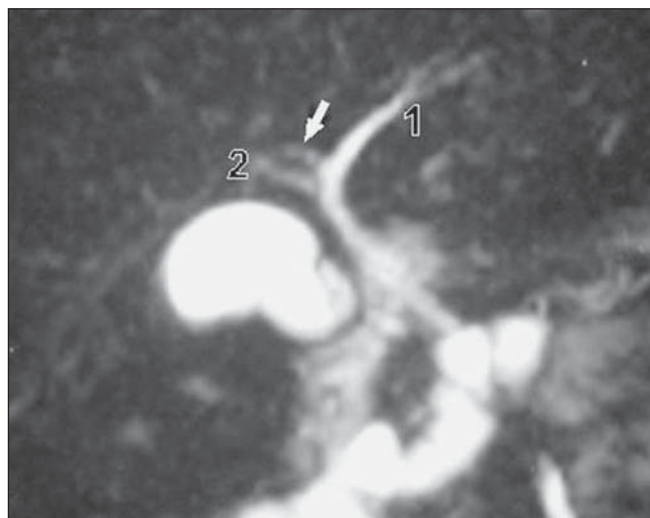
Colângio-RM evidenciando ducto posterior direito tributário do ducto hepático esquerdo. 1, ducto hepático esquerdo; 2, ducto hepático anterior direito; seta, ducto hepático posterior direito.
